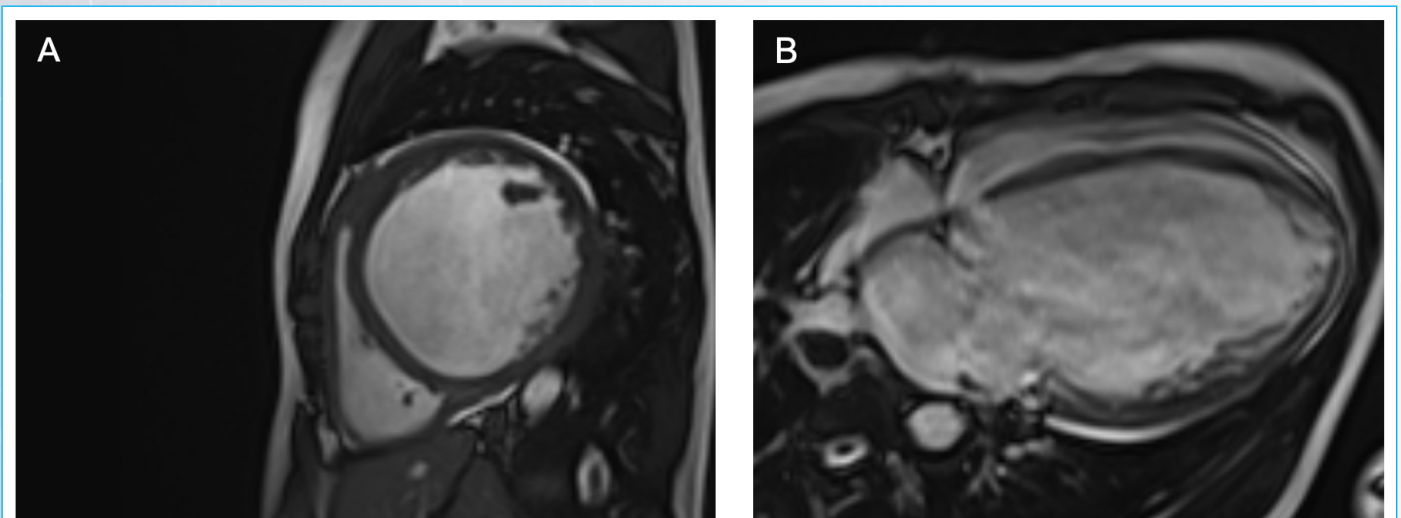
RMN. Secuencias cine (estáticas). Eje corto de 2 cámaras (A) y 4 cámaras (B). Se observa ventrículo izquierdo dilatado, trabeculación excesiva en la pared lateral e inferior en la región medioventricular, probablemente asociada a la dilatación de la cavidad.
